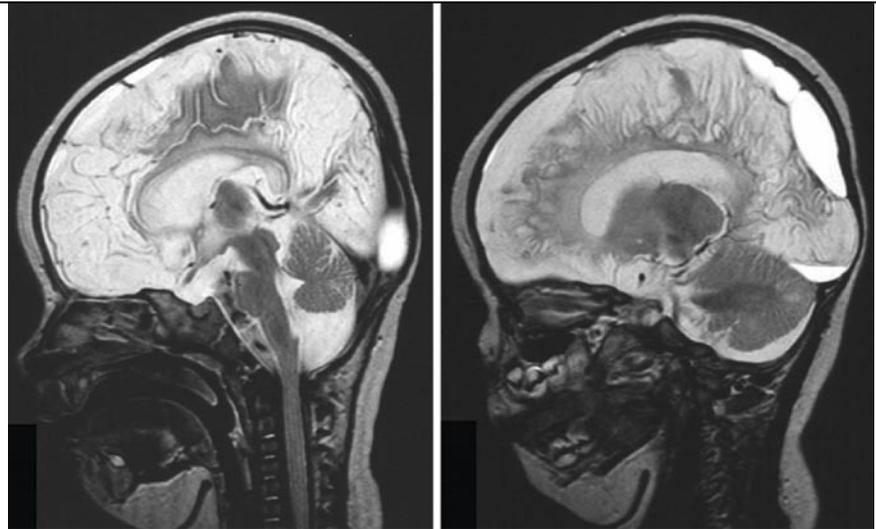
▲ Magnetresonanztomographiebefund nach Kontrastmittelgabe 28 Tage nach Schütteltrauma mit voranschreitender kortikaler Schrumpfung und septiertem Subduralhämatom
